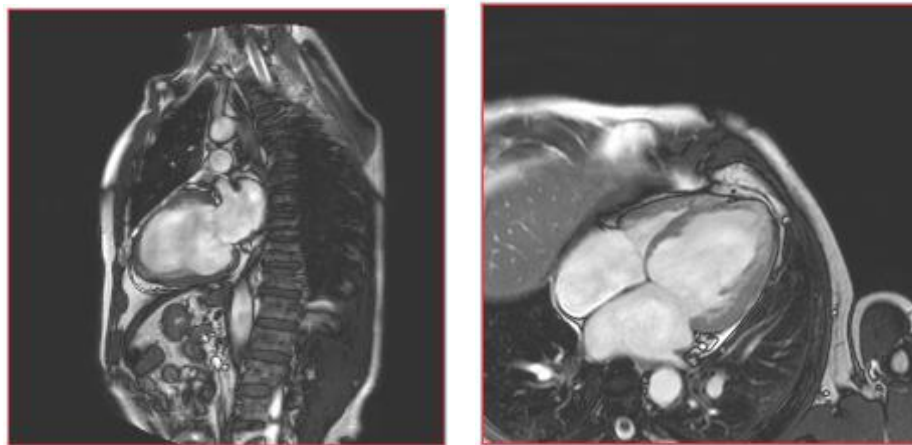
МРТ изображения сердца больного (общее количество таких снимков несколько десятков), используемое ранее для проведения создания трехмерной модели левого желудочка сердца.
